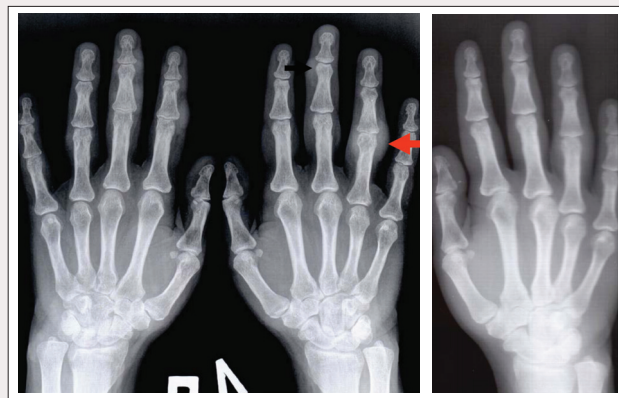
12-месячная динамика рентгенологических изменений в кистях
